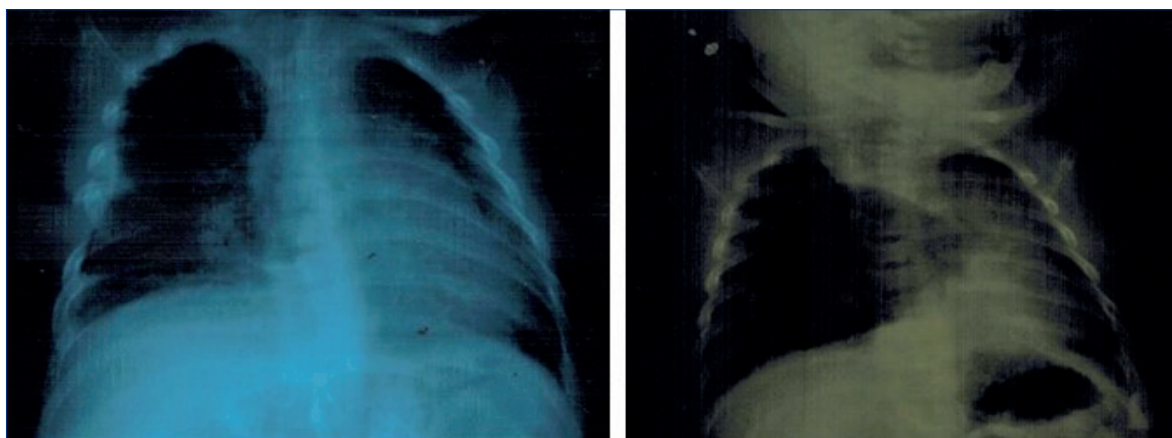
Radiografías realizadas el día del ingreso y a las 24 horas posteriores.
